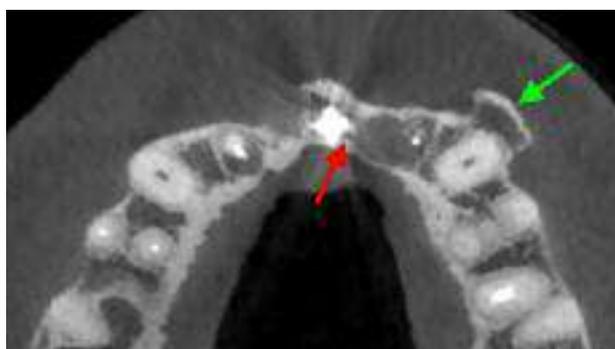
(b) : coupe axiale du CBCT montrant une forte proximité entre la partie mésiale de la lésion et l'implant en place de 21 (flèche rouge) ainsi qu'une exostose au niveau vestibulaire en regard de 23 (flèche verte). Lors de la consultation le patient rapporte un antécédent de greffe épithélio-conjonctive pour recouvrement radiculaire 23 ce qui coïncide donc avec cette exostose. Au vu de la proximité de l'implant ainsi que celle de l'exostose, il sera décidé de modifier le tracé d'incision. Ainsi on évitera une incision en gencive attachée ou intrasulculaire et on choisira une incision au fond du vestibule pour accéder à la lésion en évitant ces 2 obstacles.
